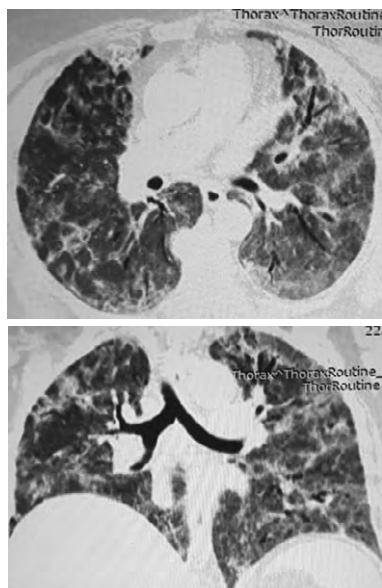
Рентгеновская компьютерная томограмма к моменту завершения стационарного этапа лечения
